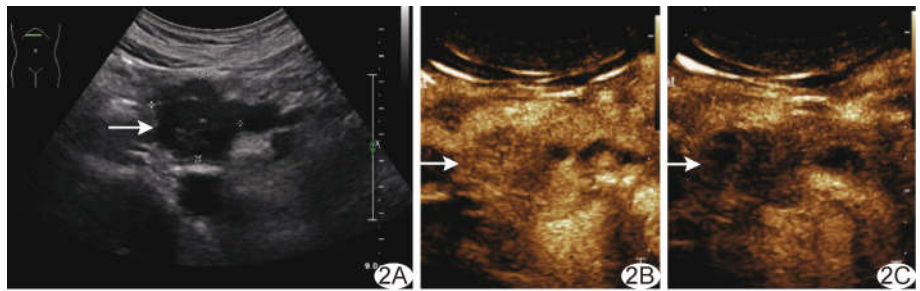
G1 期 pNEN 患者,男,48 岁 A. 二维超声声像图示胰头病灶形态欠规则,部分边界欠清,内见钙化；B、C. CEUS 动脉期(B)呈等增强、静脉期(C)呈低增强 (箭示病灶)
